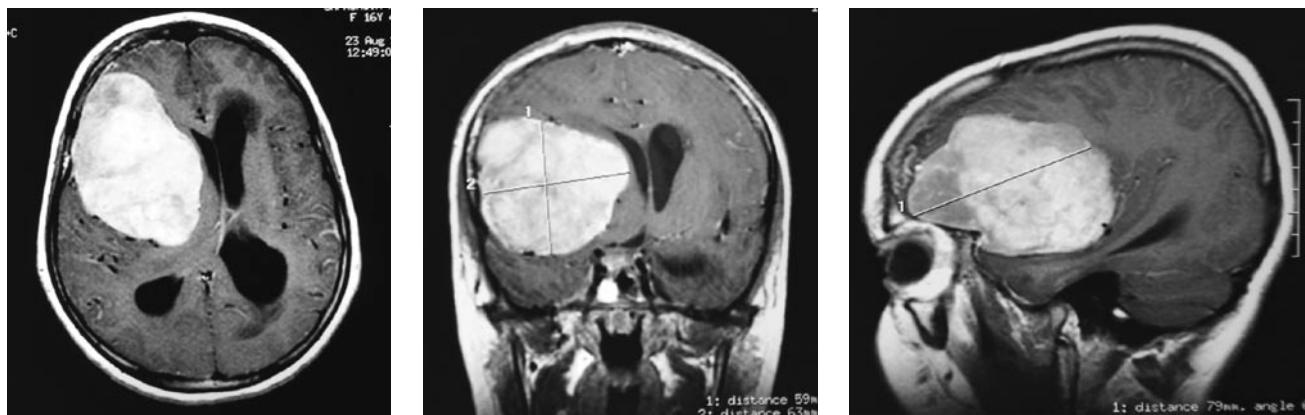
Магнитно-резонансная томограмма головного мозга в режиме Т1 с контрастированием. В проекции правых лобной и височной долей определяется опухоль размерами $63 \times 59 \times 79$ мм, интенсивно накапливающая контрастирующее вещество. Деформирован правый боковой желудочек. Смещение срединных структур влево на 11 мм. Боковые желудочки асимметрично расширены с перивентрикулярным отеком.
